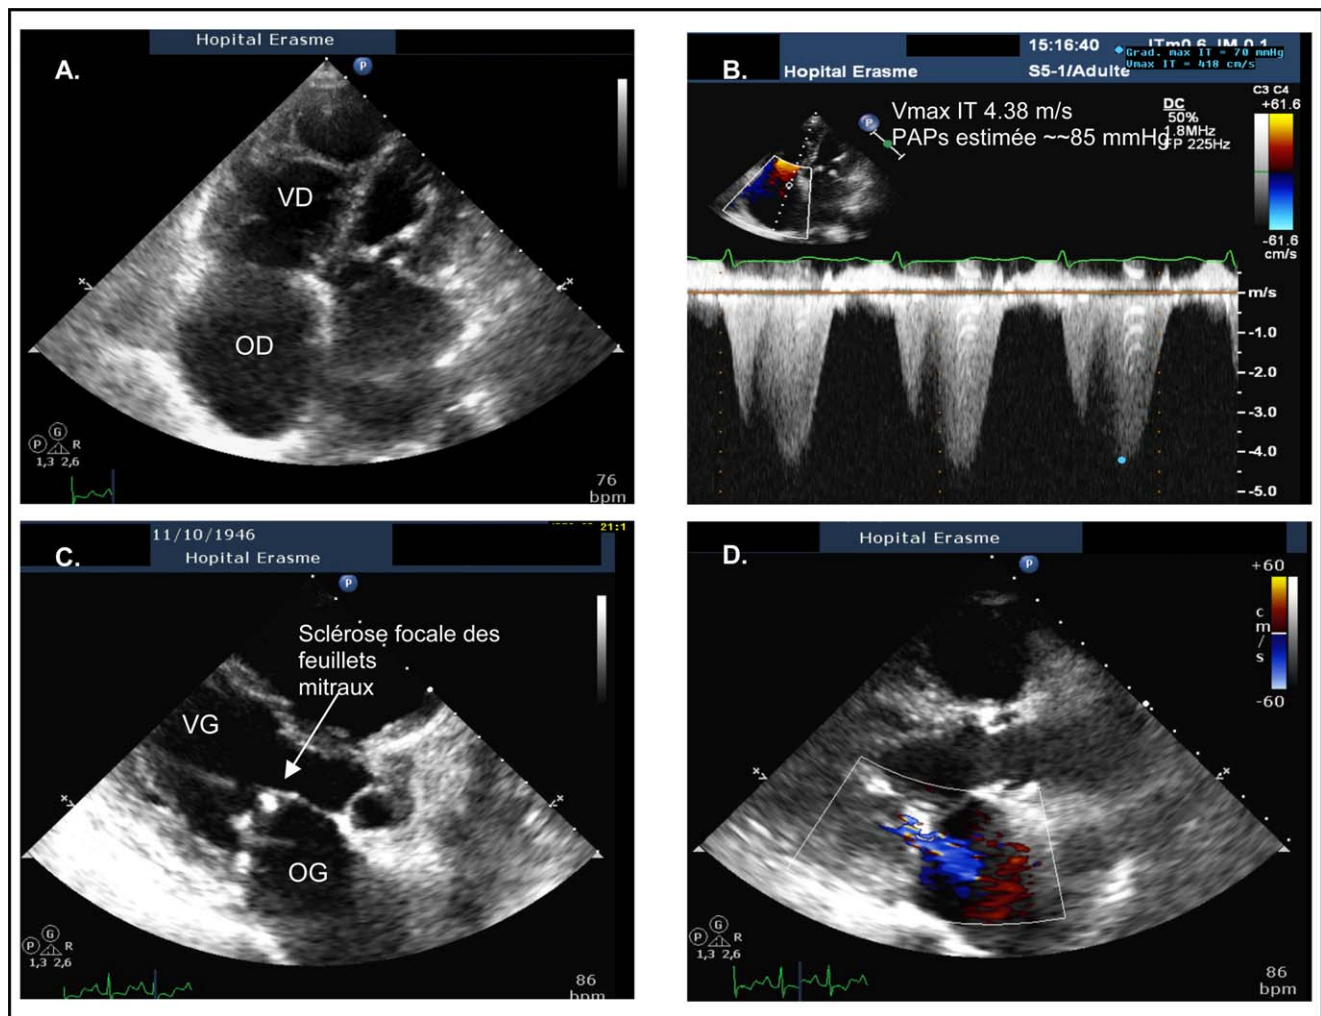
Images échocardiographiques suspectes de complications cardiovasculaires sur prise d'un anorexigène.
